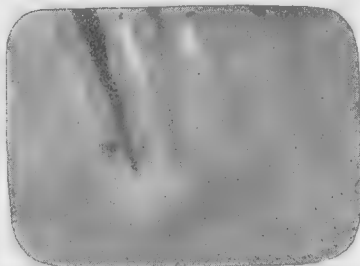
Une résection a été faite à la canine inférieure il y a deux ans. Il subsiste une fistule. La quatrième est atteinte et sa pulpe infectée. Radiographie faite avant résection, montrant l'étendue de la lésion et une obturation à l'amalgame de la 3<sup>e</sup> et à la chloro-résine-percha de la quatrième.
